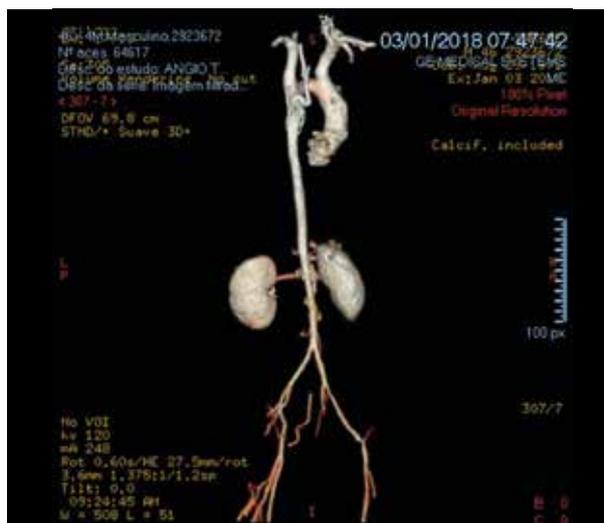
Angiotomografia de aorta descendente evidenciando grande número de colaterais entre a área pré e pós estenótica.
